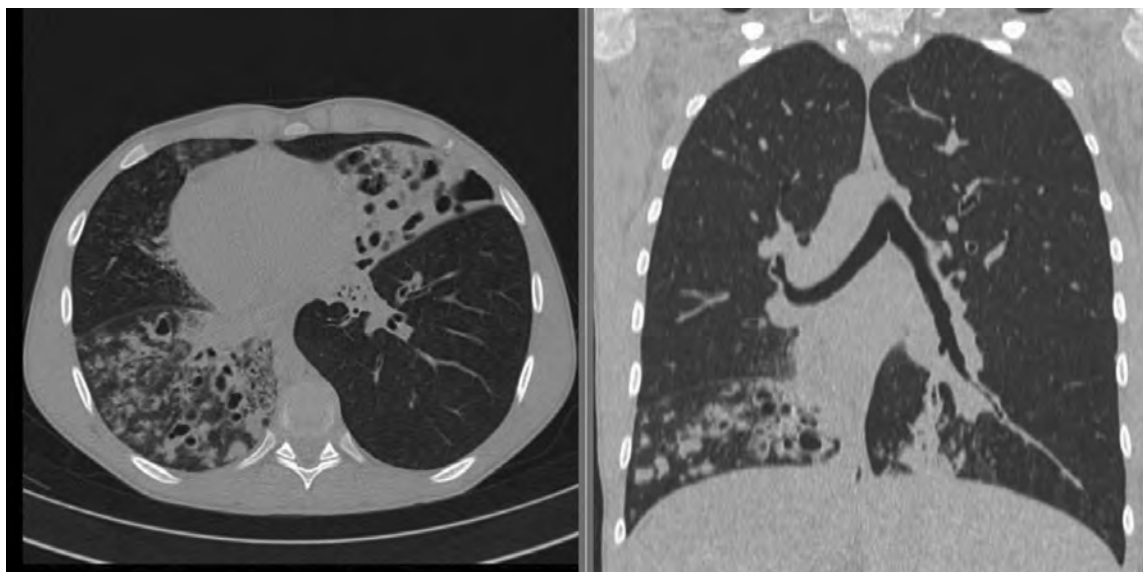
КТ органов грудной клетки при синдроме Картагенера.
